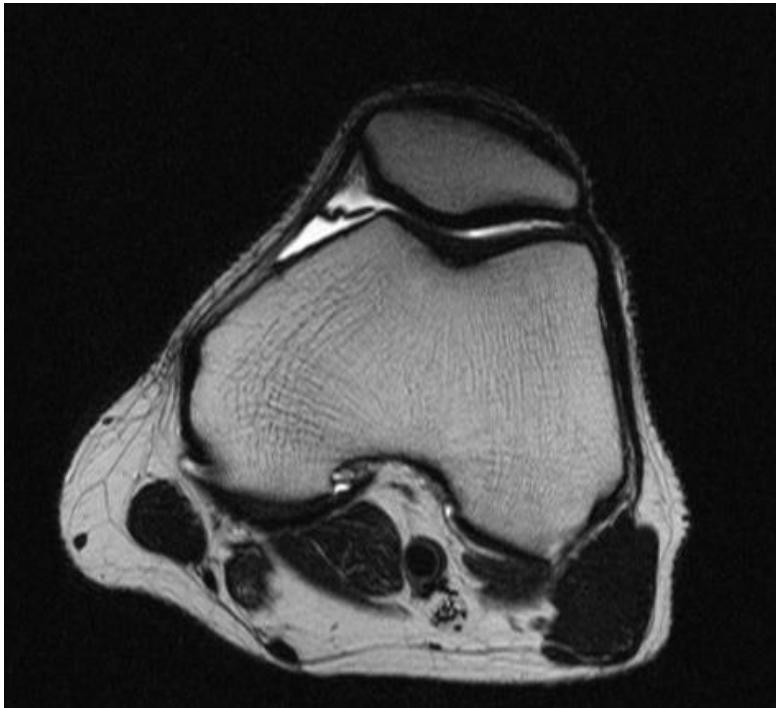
МР-томограма у пацієнта з I стадією ГМПС. Є потовщення та набряклість ГМПС, напруті судинного малюнка.
